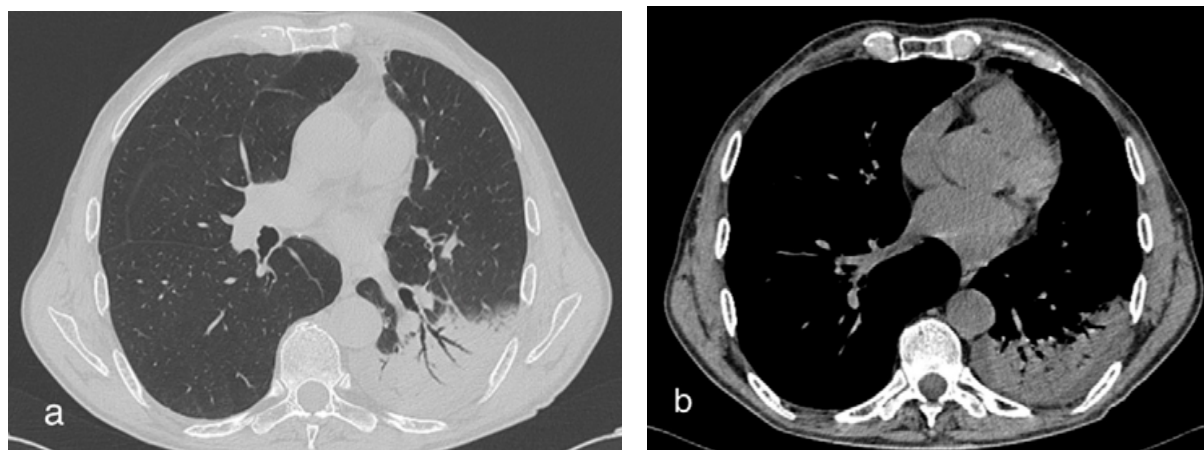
МСКТ ОГП, а-легочное окно, обширная зона альвеолярной консолидации в левом легком в структуре которой прослеживаются просветы сегментарных и субсегментарных бронхов (симптом «воздушной бронхографии») - плевропневмония; б- мягкотканое окно, гидроторакс в левой плевральной полости.
